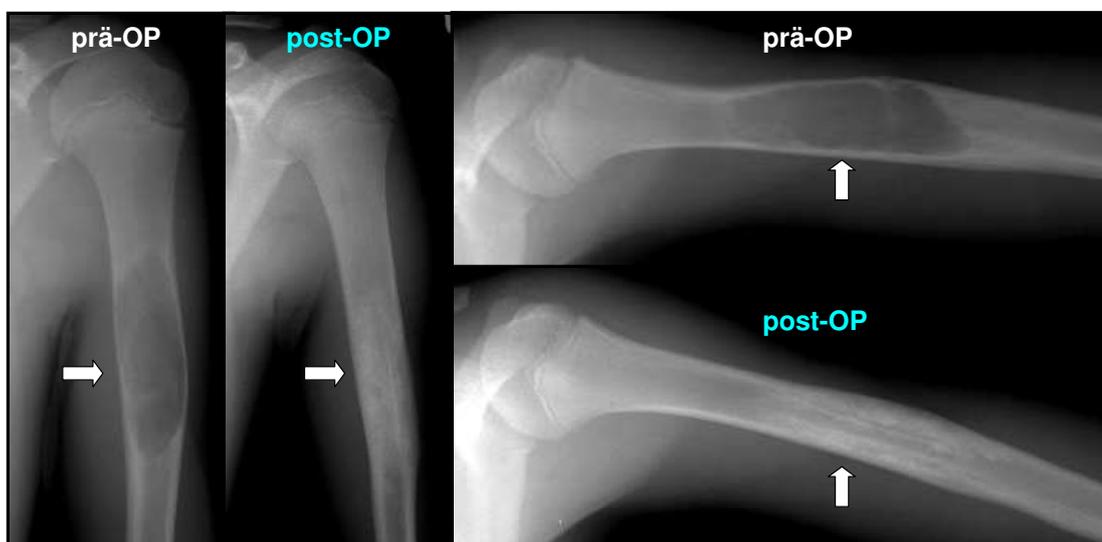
Prä- und postoperative Röntgenaufnahmen in zwei Ebenen des Humerus eines 13 Jahre alten Patienten mit aneurysmatischer Knochenzyste (Pfeile) nach autologer, heterotoper Knochenmarkzelltransplantation. Als Biomaterial wurde TCP verwendet. Ein autologes Fibulatransplantat diente zur primären Stabilisierung. Zwölf Monate nach dem Eingriff zeigte sich eine remodellierte, normale Kortikalisdicke mit signifikanter Knochenneubildung im Bereich des ossären Substanzdefektes.
